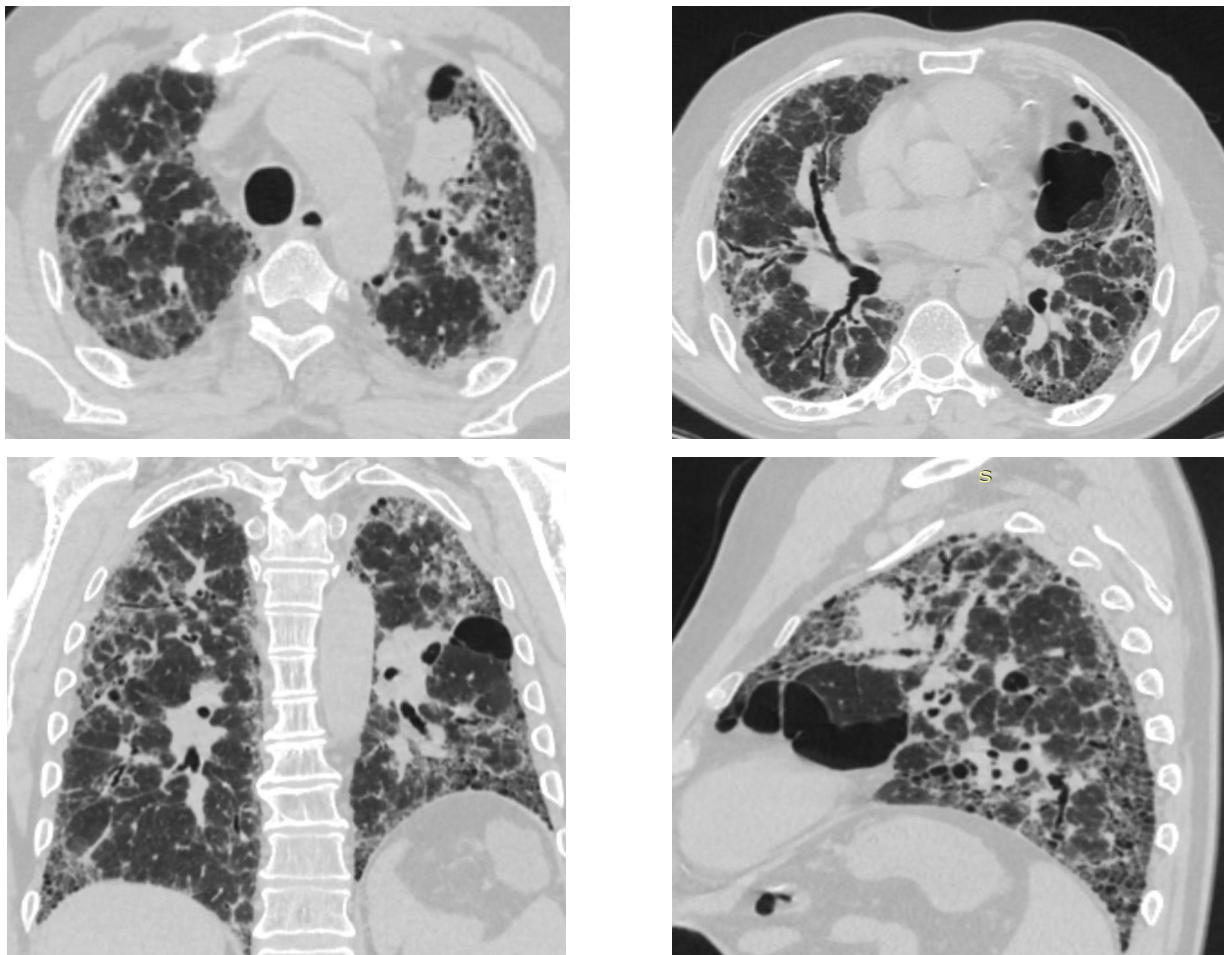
Компьютерная томограмма легких больного Ш. от 27.05.2019 года
